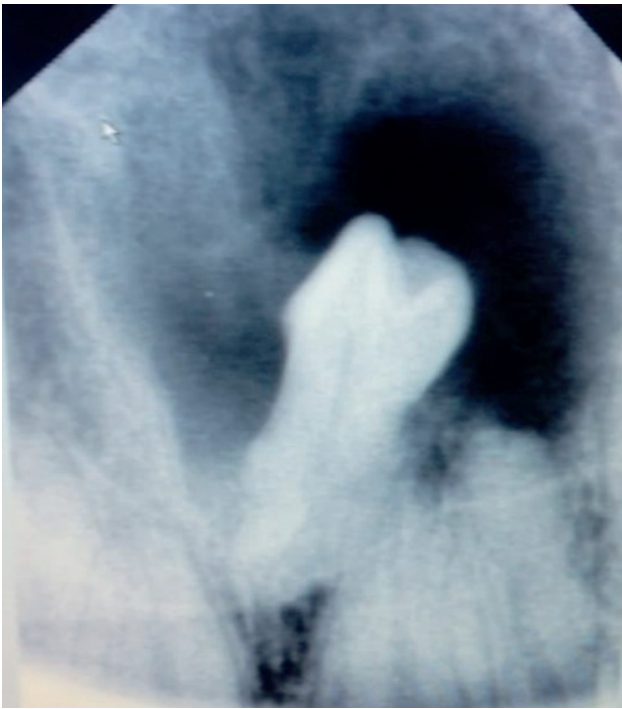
Radiografía periapical obtenida en radiovisiografo.
